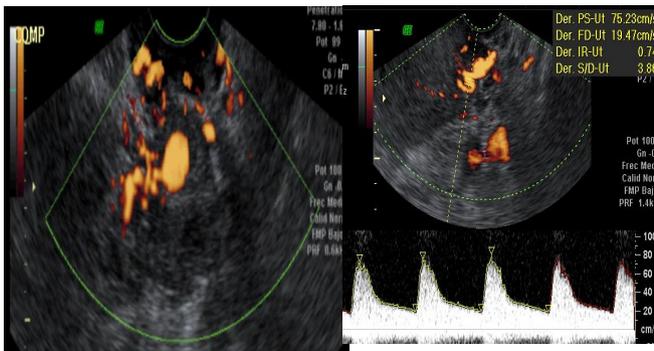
Formación que capta Doppler color, pulsátil, cuya onda de doppler pulsado es compatible con la arteria uterina izquierda.
